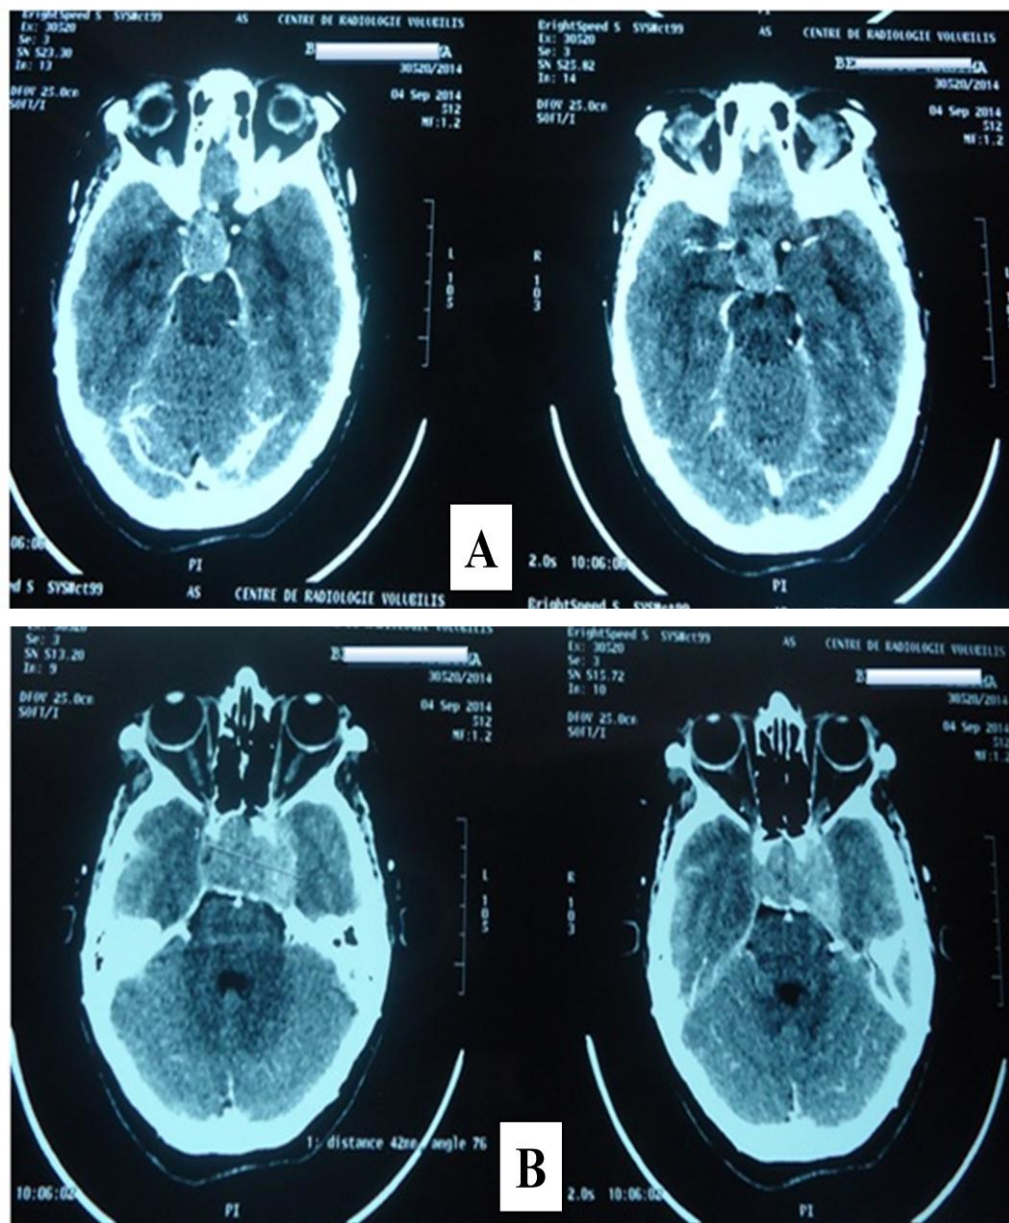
TDM cérébrale en coupes axiales montrant un macroadénome hypophysaire invasif vis-à-vis du sinus caverneux gauche. (A), (B)
